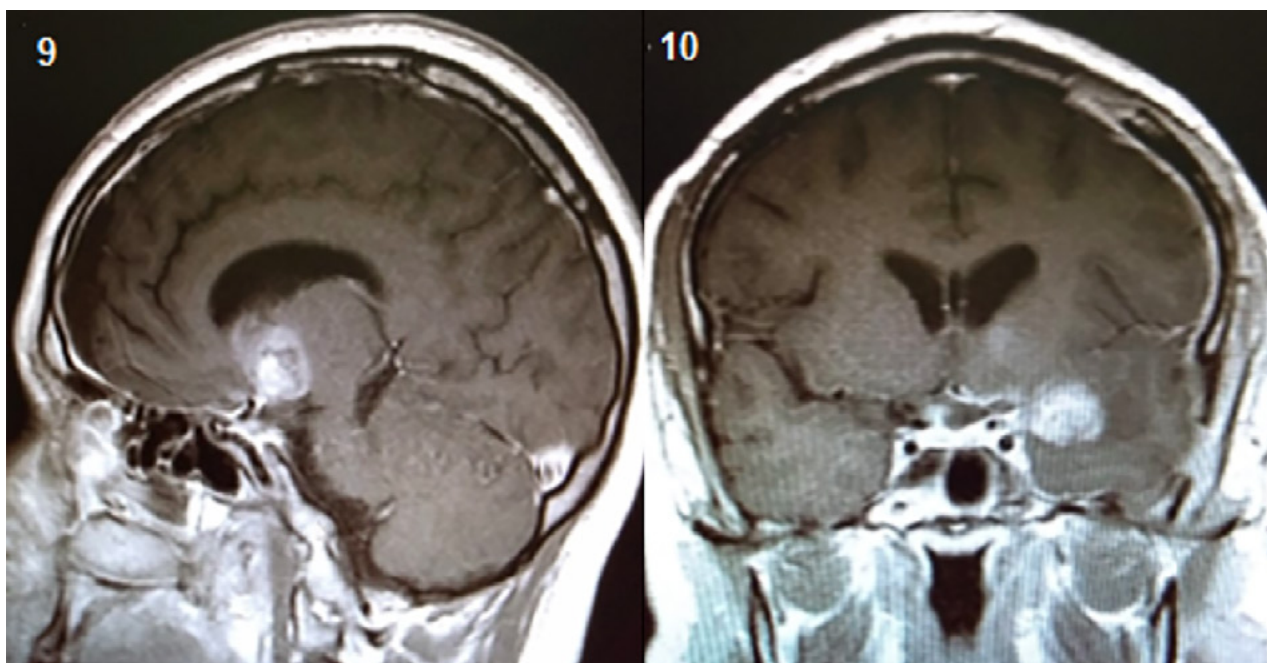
Resonancia 3 meses
